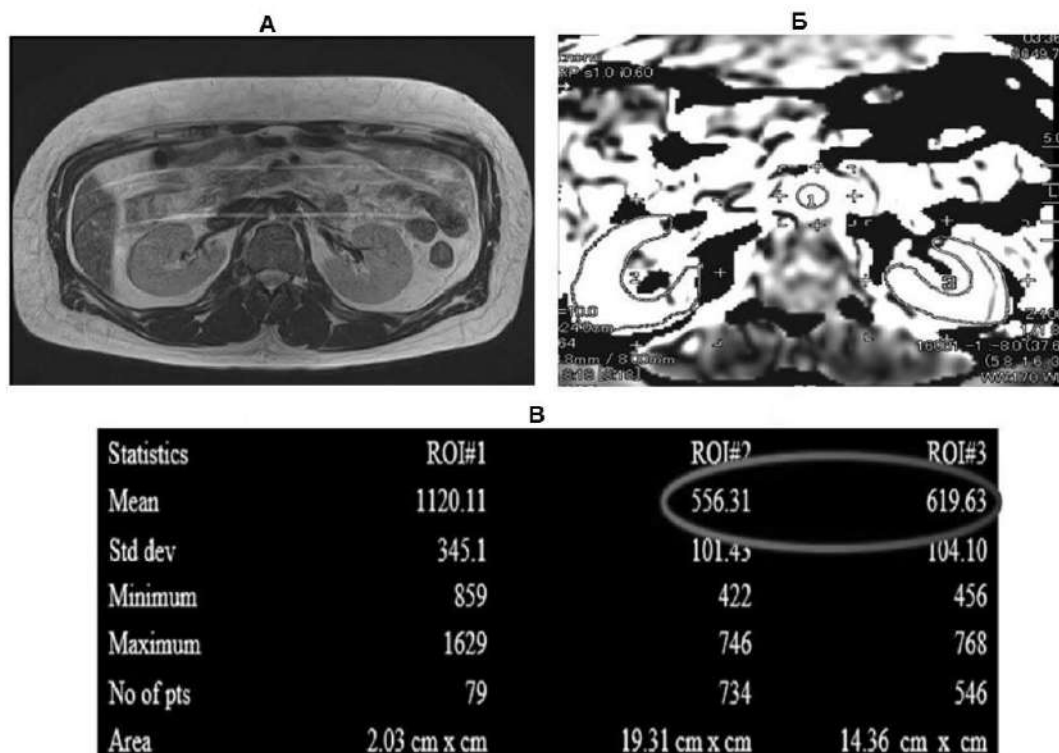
А – МР-томограмма органов брюшной полости и забрюшинного пространства в режиме T2 пациента А. 50 лет, не страдающего хронической болезнью почек (аксиальный срез). Б – серошкальная карта ASL-перфузии почек (ROI 1 – аорта, ROI 2 – правая почка, ROI 3 – левая почка). В – статистическая количественная карта ASL-перфузии почек (ROI 1 – аорта, ROI 2 – правая почка, ROI 3 – левая почка)
